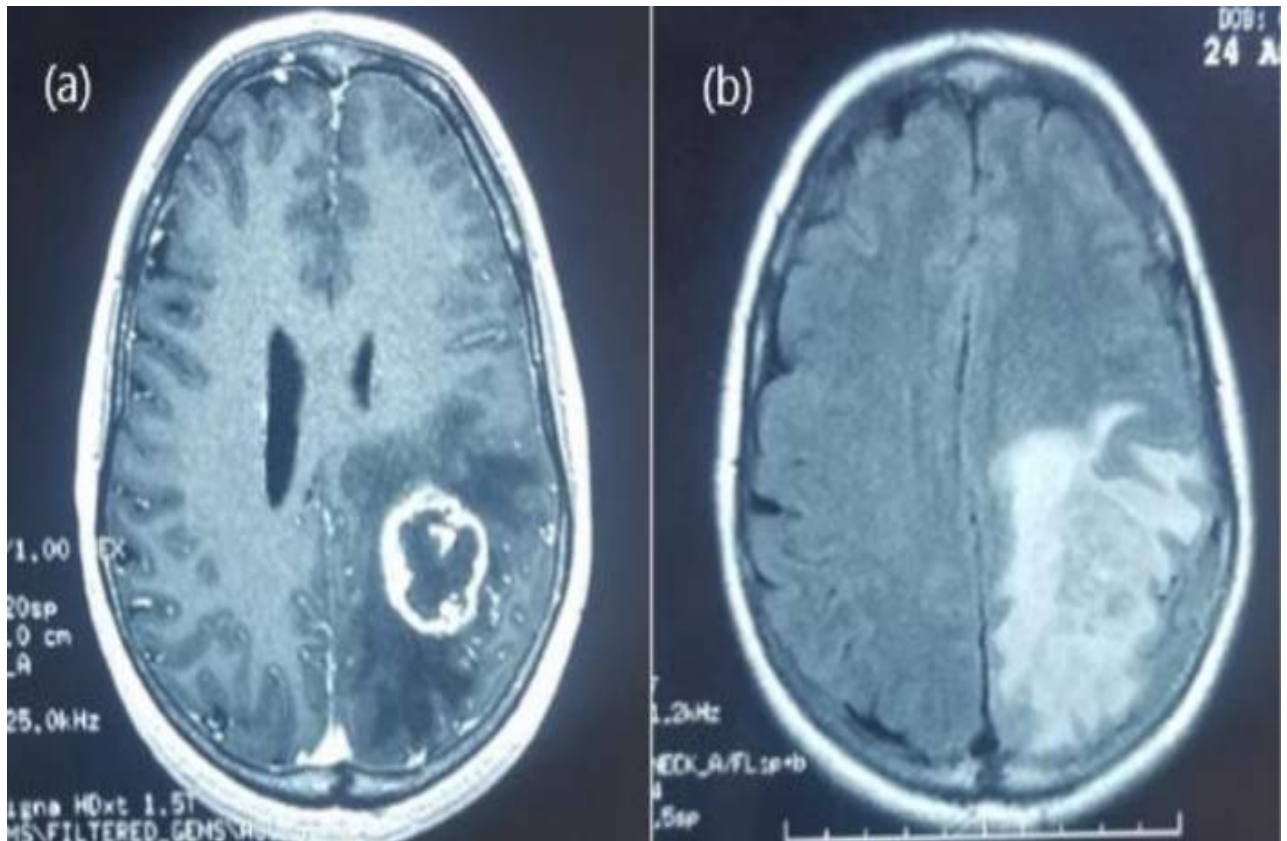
(A)IRM axiale pondérée en T1 avec prise de contraste et (b) IRM Flair montrant une masse temporo-pariétale avec un œdème environnant.
